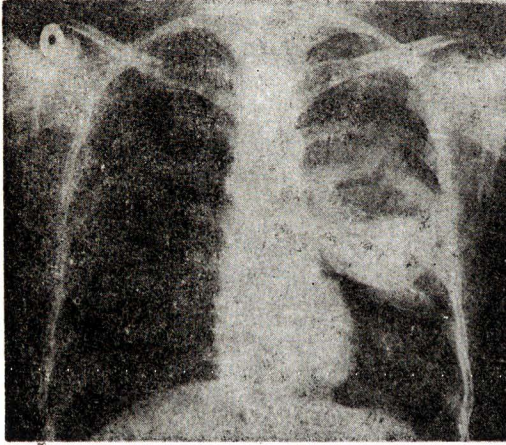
S.A. 45 yaşında, erkek. Soldaki filmde kavitesi açıklıkla belli olmayan ve daha ziyade pnömonik infiltrasyonu düşündürülen akciğer absesi (sol akciğerde) görülmektedir. Tedaviyi takiben yapılan bronkografide sekel olarak kalan rezidüel kaviteye kontrast madde dolmuştur. Bu şekil abse sekelleri bazan cerrahi eksezezi gerektirebilir.
